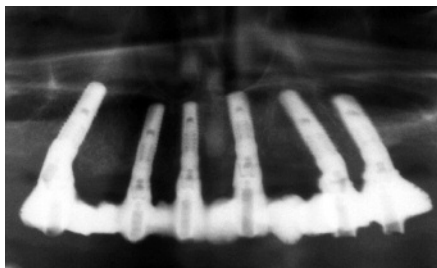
Finales Orthopantomogramm mit One Piece Sofort-Brücken Versorgung
